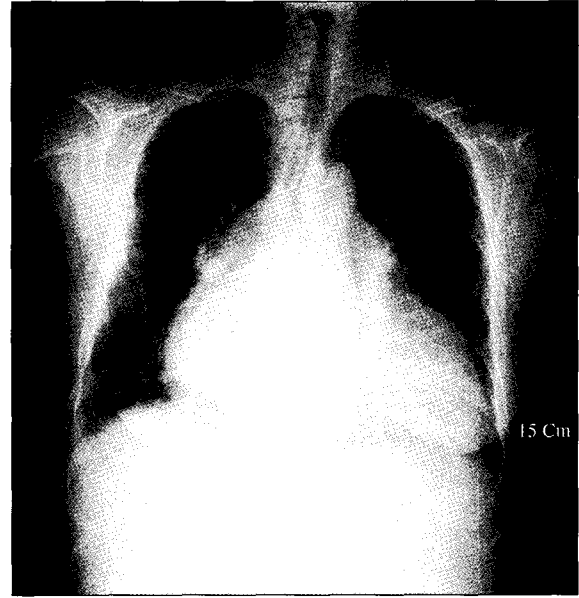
Postoperative chest X-ray: Improved cardiomegaly and replaced prosthetic mitral and tricuspid valves were shown.
